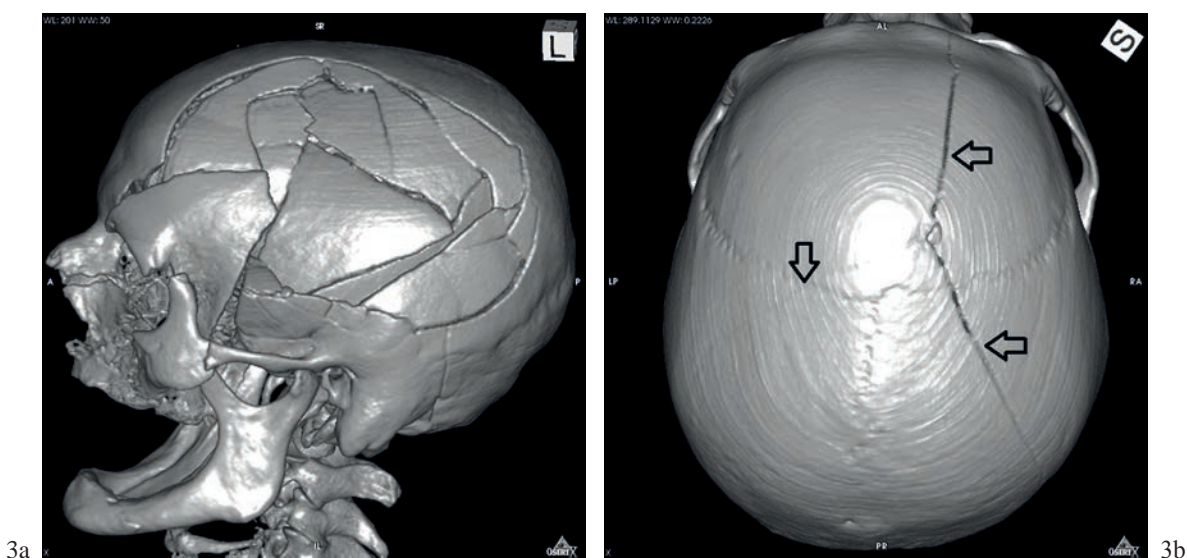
3D reconstructions of the skull based on CT acquisition, slice thickness 0.75 mm. a) Break inward of the vaults on the left, with fractures of the facial part; a view from the left side and slightly from above; b) A very small intrusion of the skull on the right side, with three radial fracture lines (arrows); a view from the top. Software: Osirix.
